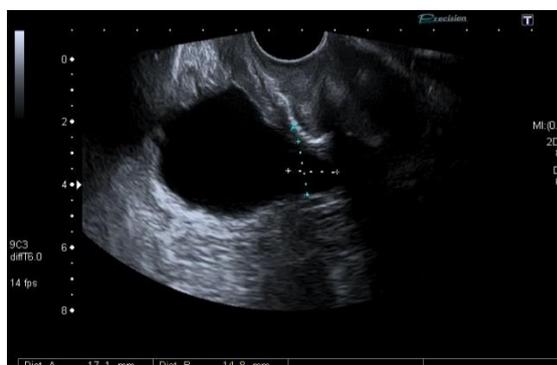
2D УЗИ, В-режим. Овоидное пролабирование стенки мочевого пузыря
